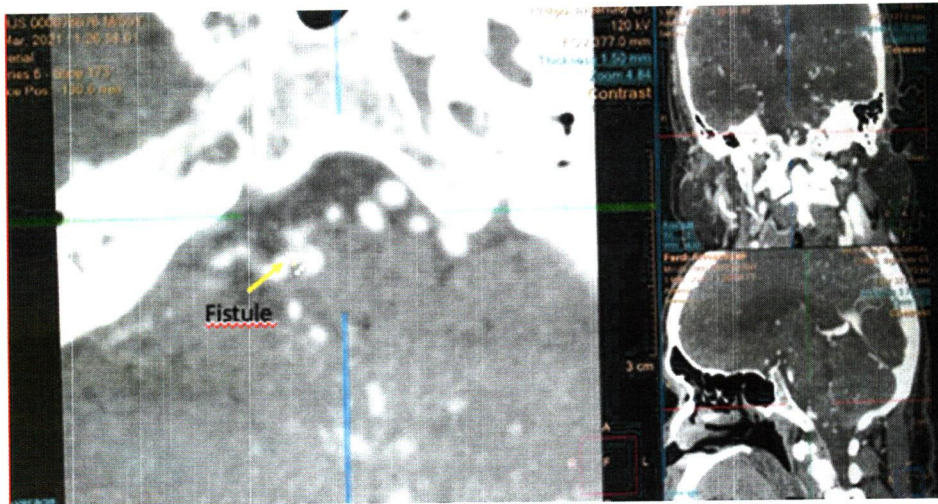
CT Angiografi Cerebral.
